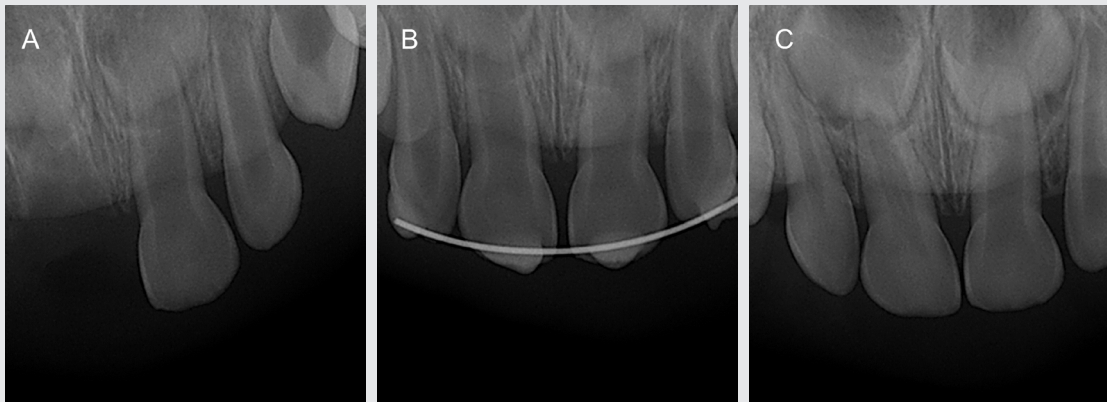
Complication of a replanted avulsed primary tooth. A) Periapical radiograph at the first visit showing avulsion of the maxillary right central primary incisor. B) Periapical radiograph after resin-wire splint. C) Radiograph after 1 year, canal obliteration was observed.
